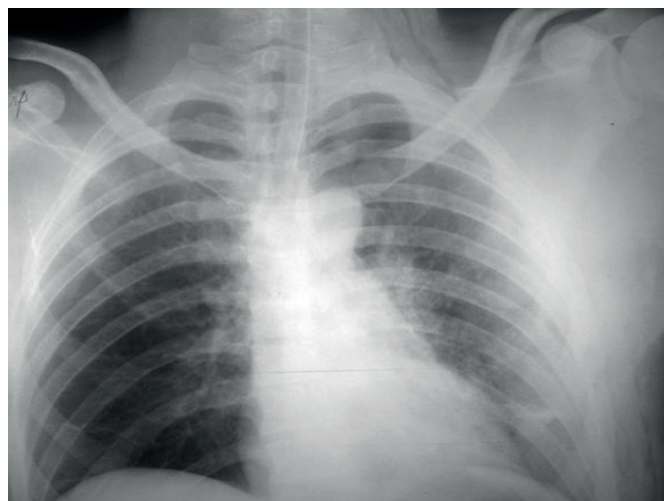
Рентгенограмма больного Р., 26 лет, во второй ургентной клинике после торакотомии. Тень средостения и трахеи вернулись в физиологическое положение.
